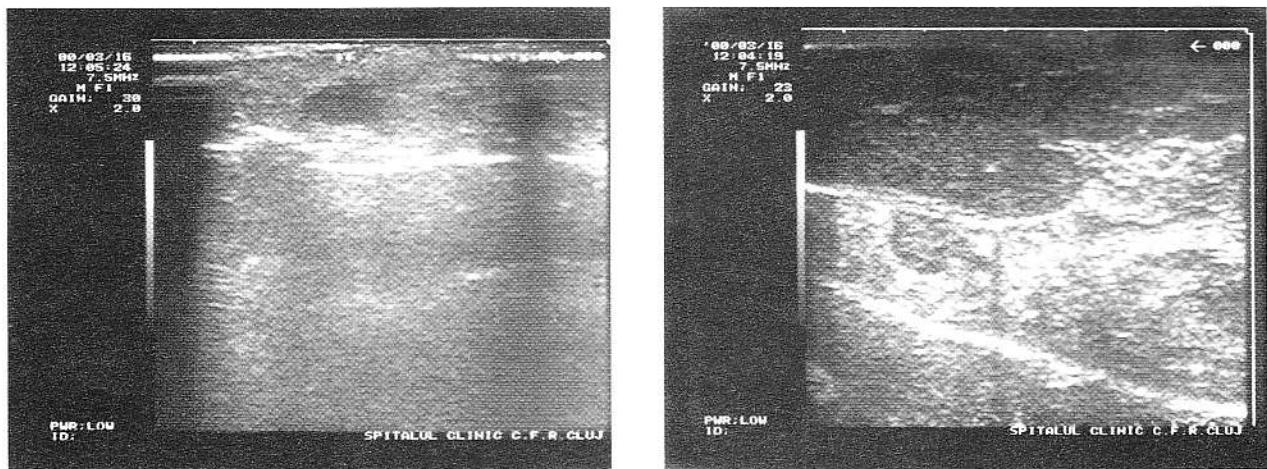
Caz nr.1. Examenul ultrasonografic al piesei de rezecție spleno-pancreatică folosind ca "fereastră ultrasonică" splina, interpusă între transductor și pancreas.
